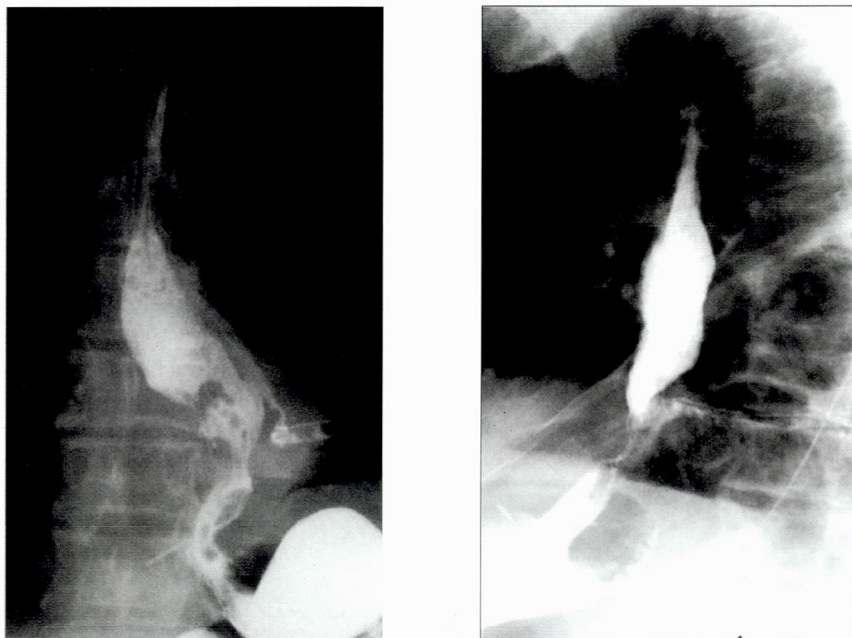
Контрольная рентгенограмма пищевода на 6 сутки после удаления стента. Свищевой ход в задненижнее средостение и далее в левую плевральную полость
